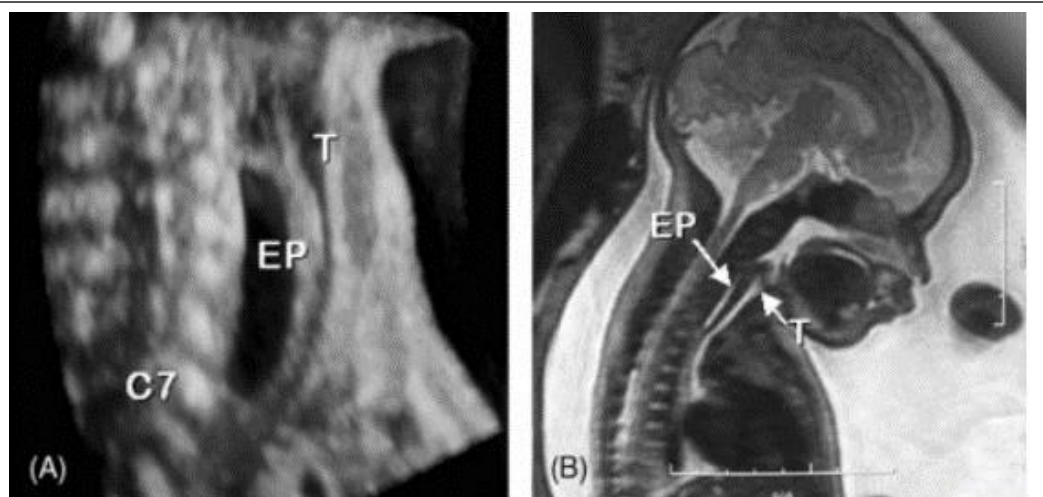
Darstellung des erweiterten proximalen Blindsacks bei zwei Feten, (A) 3D-Darstellung des Ultraschallbildes eines Fetus, (B) Magnetresonanztomographie-Aufnahme eines Fetus
